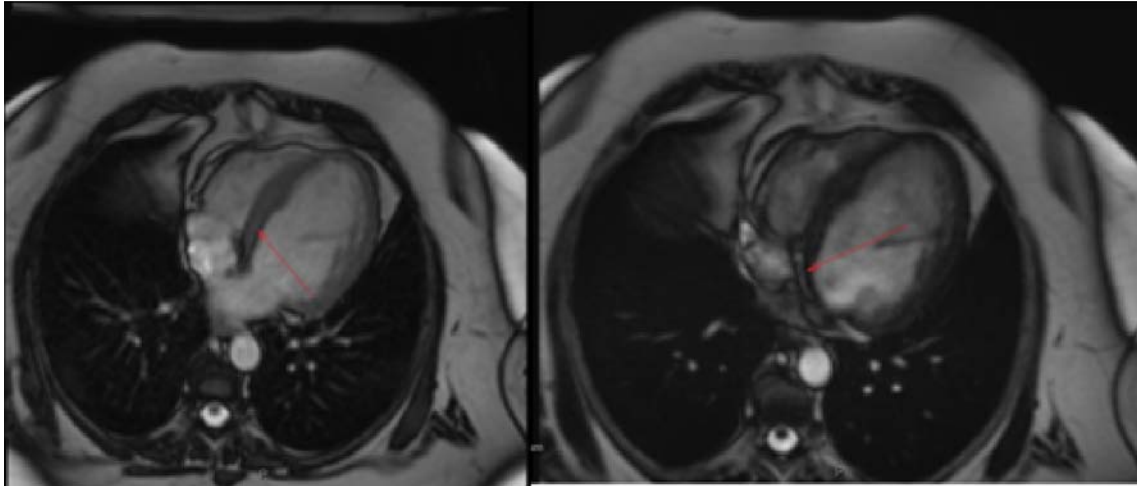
МРТ сердца с контрастированием. Интрамуральное накопление и замедленное выведение контраста на отсроченных 2D MDE сериях в МЖП и в области соединения МЖП со свободной стенкой ПЖ
